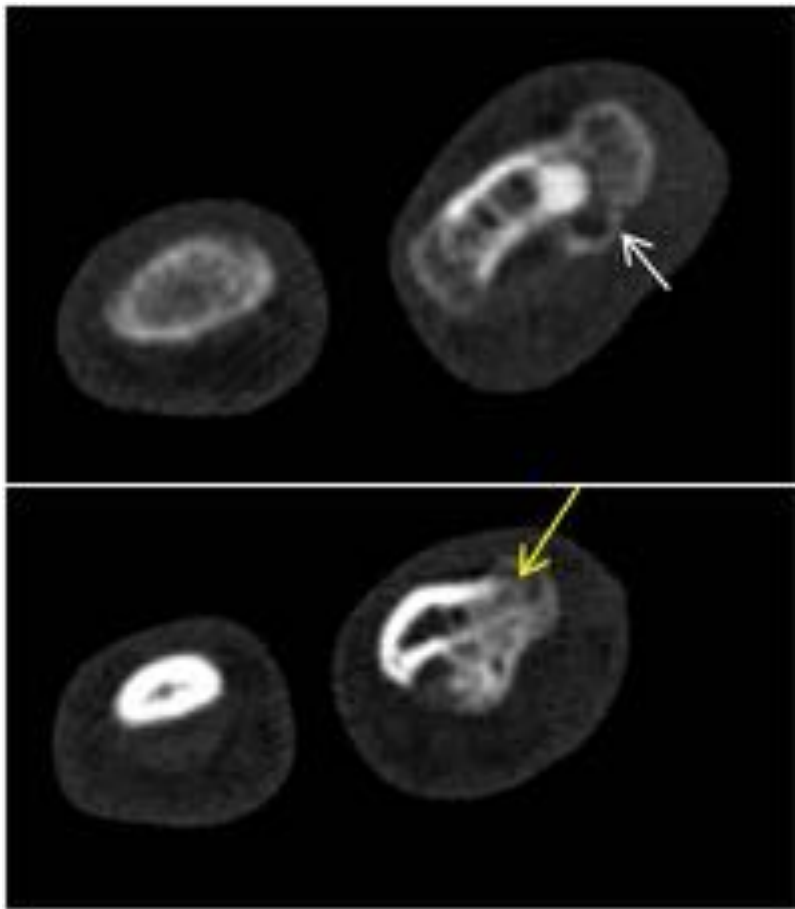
TC de mano en plano axial en la misma paciente de la figura 4 donde se confirma la presencia de una lesión osificada exofítica, bien delimitada, con base amplia de implantación y en continuidad con la cortical (flecha). No asocia masa de partes blandas. Se observa una zona donde existe afectación de la cortical y aumento de densidad de la medular ósea (flecha amarilla). Dadas estas características atípicas se realizó biopsia con resultado AP de POPB.
